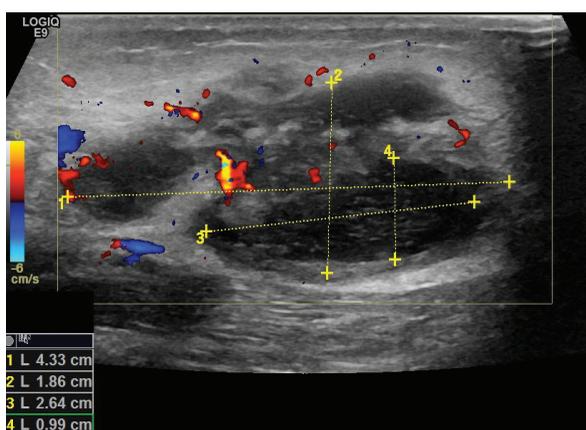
Ecografia em D7 de internamento.
